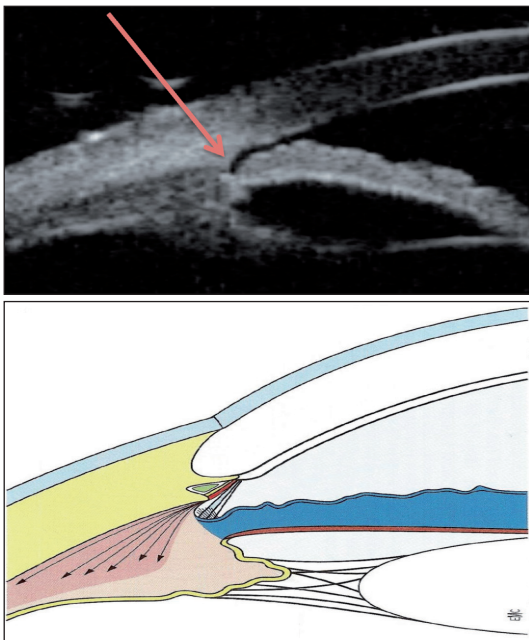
Le complexe trabéculum Schlemm n'est pas individualisé en UBM, ébauché en OCT. Le repère reste sa limite postérieure : l'éperon scléral. À l'examen échographique, l'éperon scléral n'est mis en évidence qu'en UBM et en coupe méridienne.
